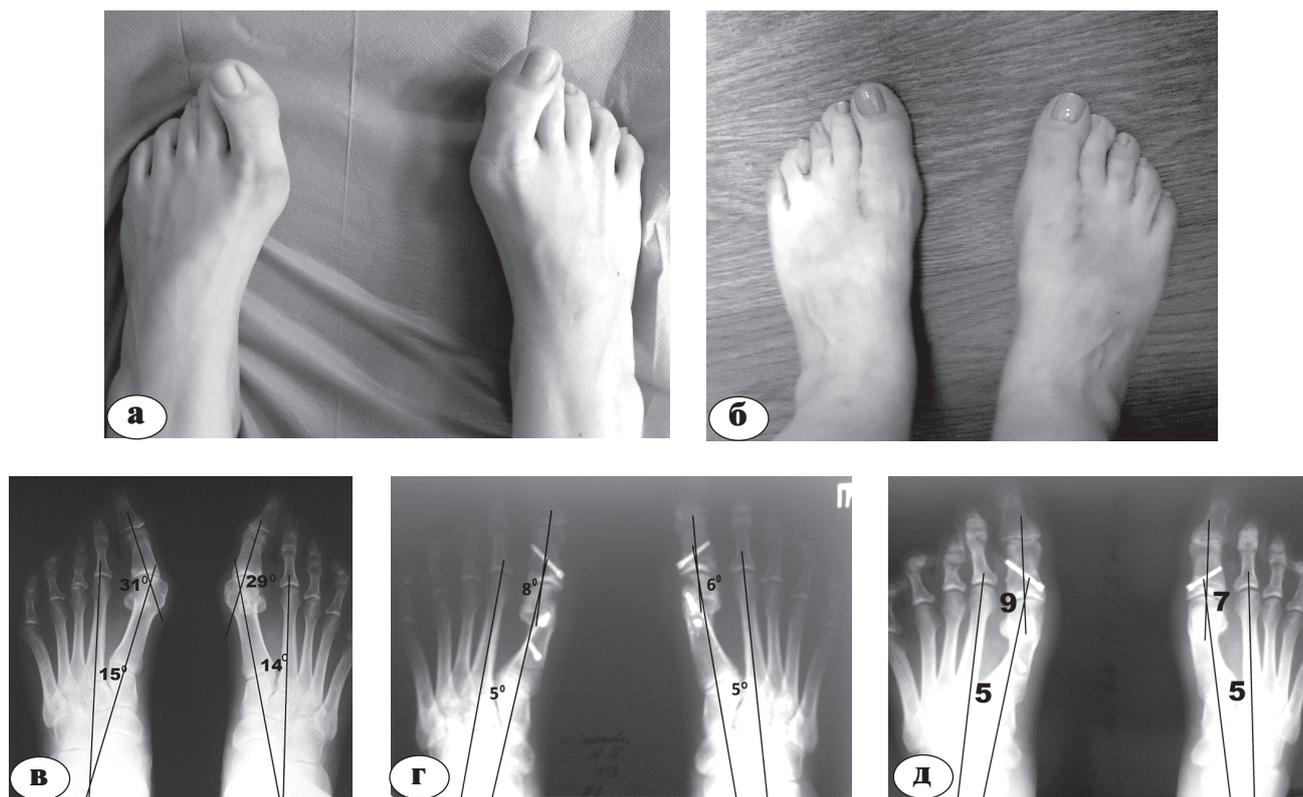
Пример двусторонней коррекции деформации (группа 2): а – вид стоп до операции; б – после операции; в – рентгенограмма до операции; г – сразу после операции; д – через 12 месяцев после операции
